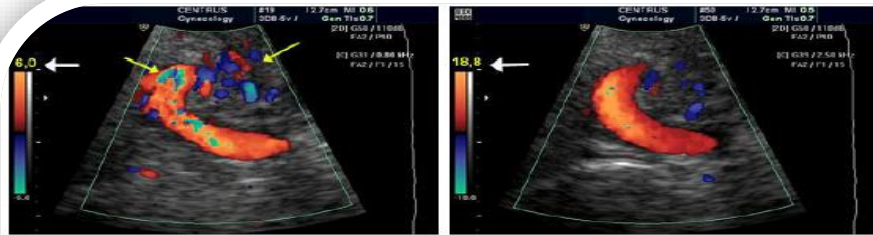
Aliasing of color doppler imaging and artefacts of color. Color image shows regions of aliased flow (yellow arrows). Figure 5 : Reduce color gain and increase pulse repetition frequency.
